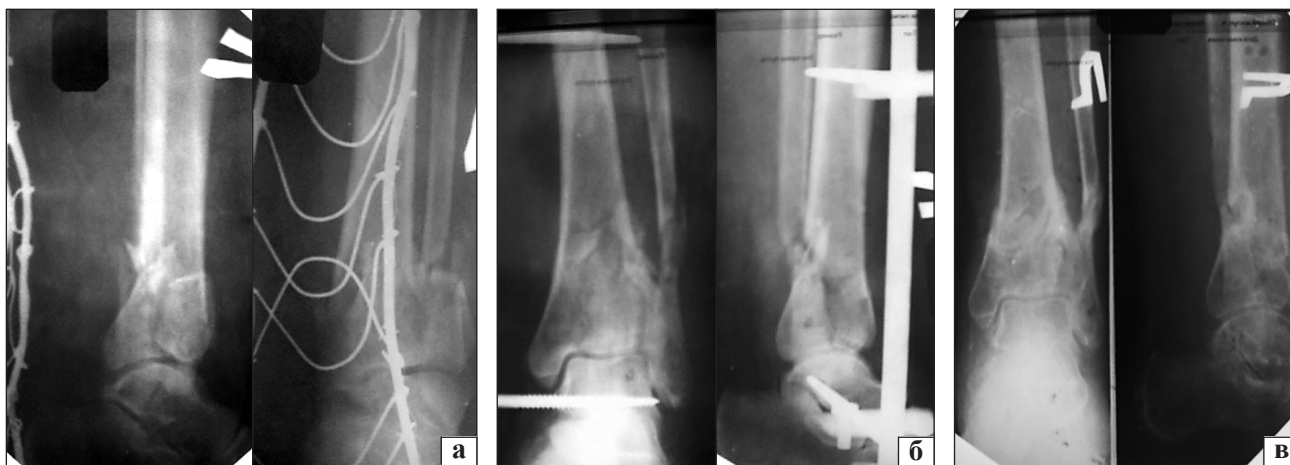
Рентгенограммы пациентки Ш.: а) до лечения; б) после операции: сопоставление отломков дистального эпифиза относительно удовлетворительное, в профильной проекции видна ступенька суставной поверхности высотой около 3мм; в) через 9 недель после операции
